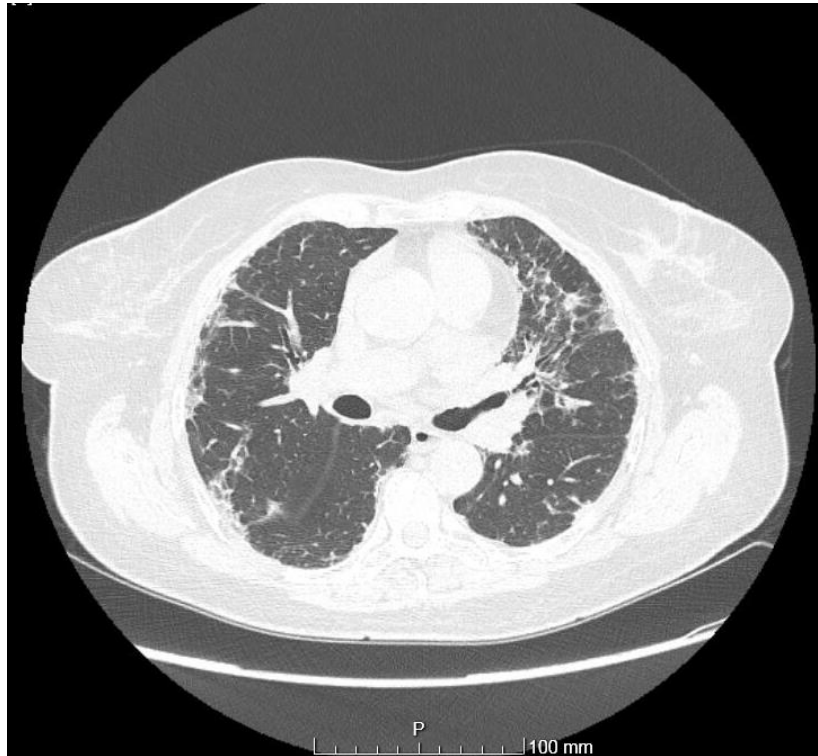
TC torácica de alta resolução de março 2019 mostrando progressão da doença com áreas de fibrose sobretudo nas bases e formação de bronchiolectasias de tração.
